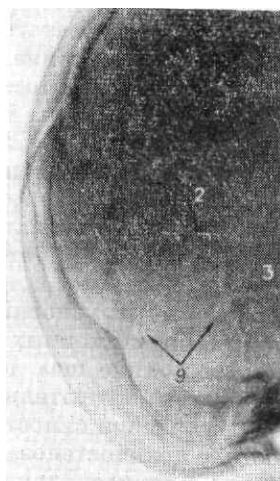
Фрагмент рентгенограммы черепа ребенка 3 лет в боковой проекции.
